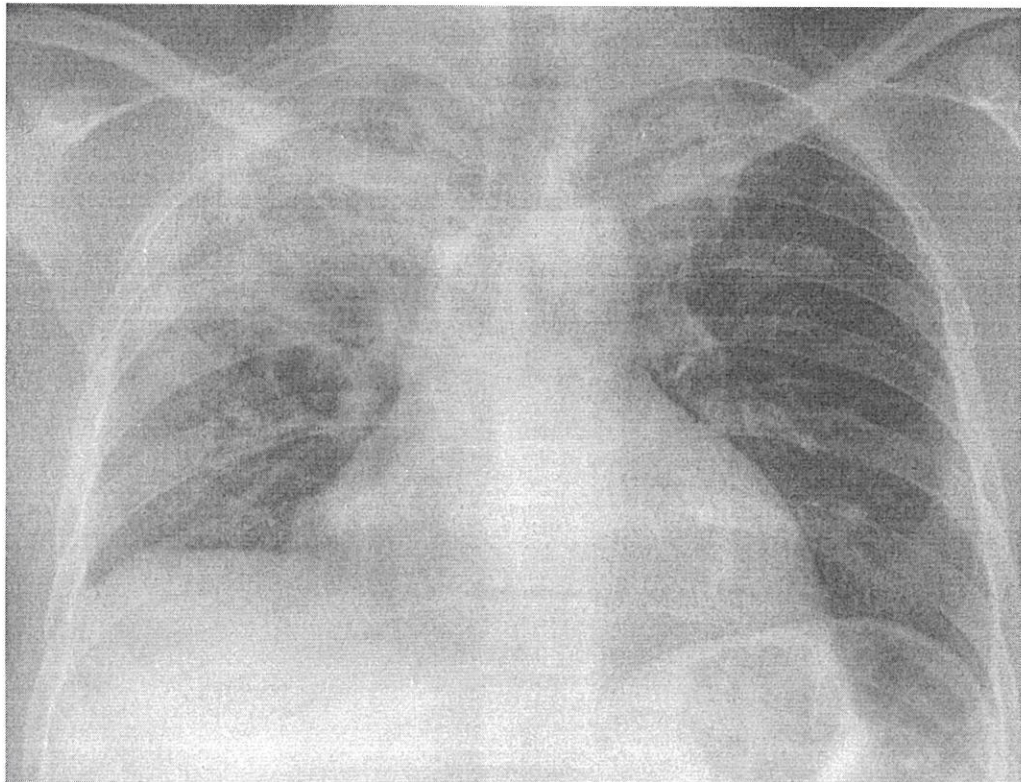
Рентгенография органов грудной клетки в прямой проекции. Женщина, 21 год, туберкулез легких. Отмечаются обширные уплотнения с бронхограммой в верхних долях обоих легких, преимущественно справа. Купол диафрагмы справа немного приподнят
